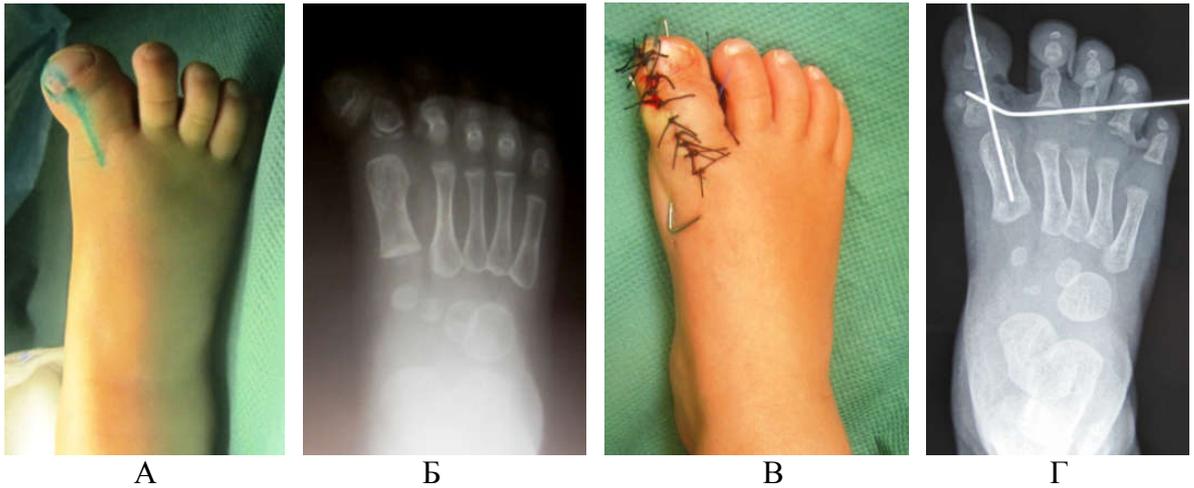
Хирургическое лечение врожденной деформацией основной фаланги 1 пальца (фото стопы до операции (А); рентгенограмма стопы до операции (Б); фото стопы после оперативного лечения (В); рентгенограмма стопы после оперативного лечения (Г))
